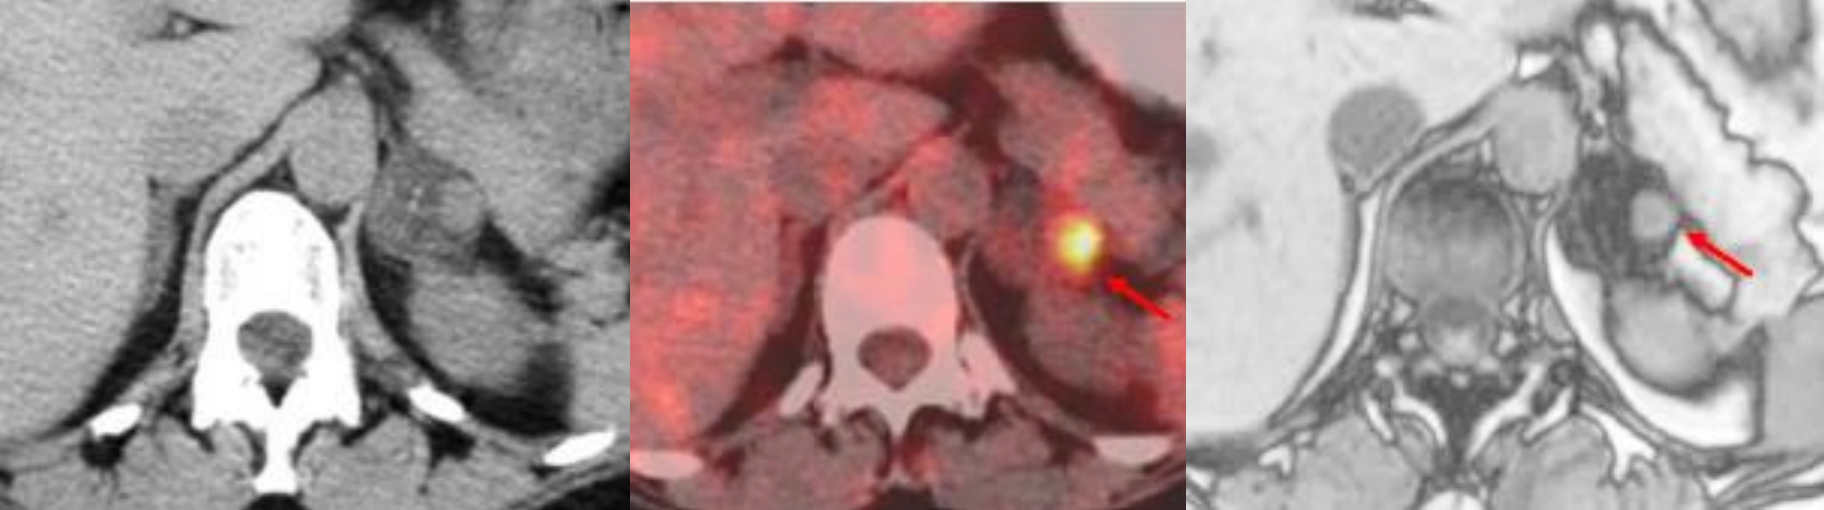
Pretreatment imaging of an adrenal collision tumor. (A) Non-contrast axial computed tomography scan (CT) demonstrating two distinct lesions in the left adrenal gland: a low attenuation 2.9 × 3.1-cm lesion as well as a higher attenuation 1.2 × 1.4-cm nodule, suspicious for metastatic disease. (B) Fused CT/fluorodeoxyglucose (FDG) positron emission tomography scan demonstrates an FDG avid lesion in the high attenuation component (standardized uptake value (SUVmax) 7) and no significant uptake in the low attenuation component. (C) Opposed-phase axial magnetic resonance imaging shows loss of signal intensity in the majority of the left adrenal mass, consistent with a lipid-rich adrenal adenoma, largely surrounding a 1.2-cm mass within the lateral portion of the adrenal gland that did not lose signal intensity, suggestive of metastatic disease.
